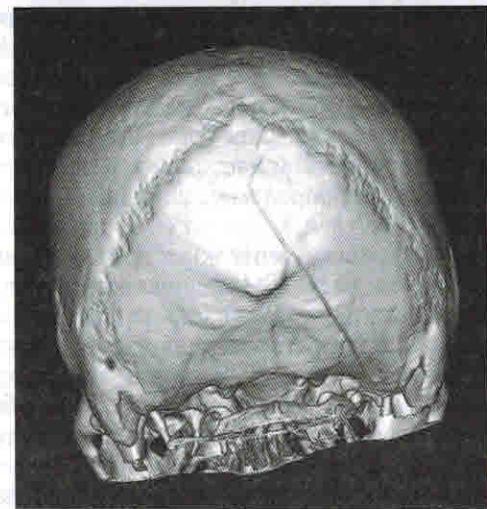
МСКТ-снимок пациента с линейным переломом затылочной кости с переходом на основание
